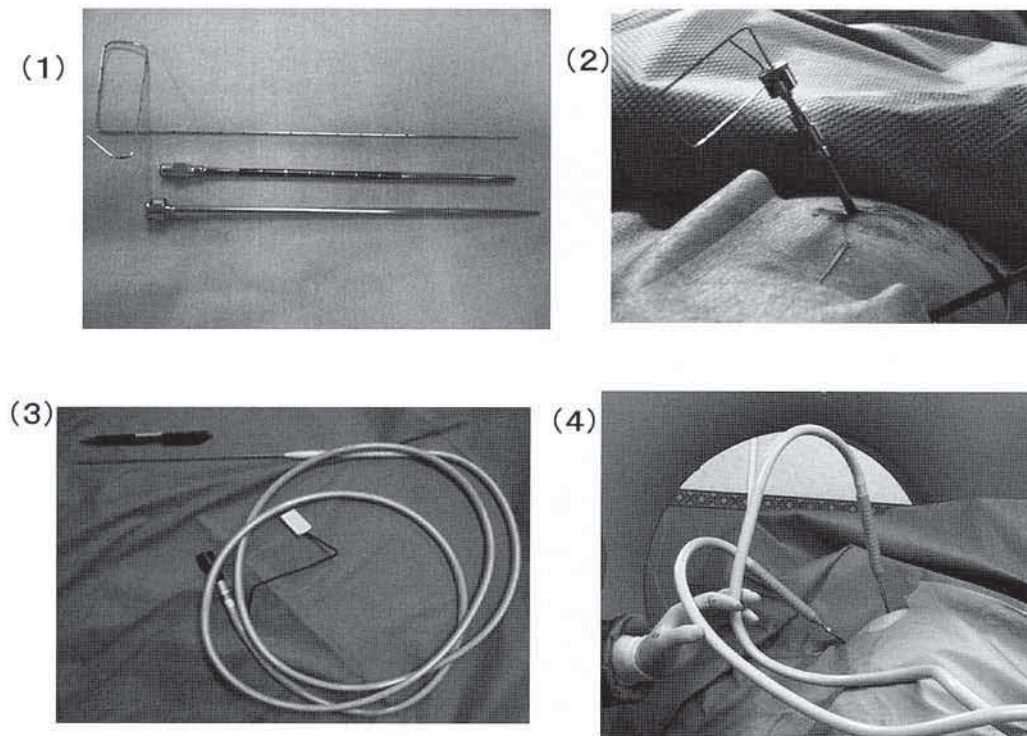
凍結治療に用いる針類と凍結端子 同軸的に誘導針、内筒、外筒を用いて刺入する。(1)上から誘導針、外筒、内筒。(2)誘導針、内筒、外筒を生実際に同軸的に通して、CTガイド下に経皮的に肺内に誘導しているところ。(3)外径3mmの凍結治療用端子。(4)2本の外筒内にそれぞれ凍結端子を挿入して凍結治療を行っているところ。
